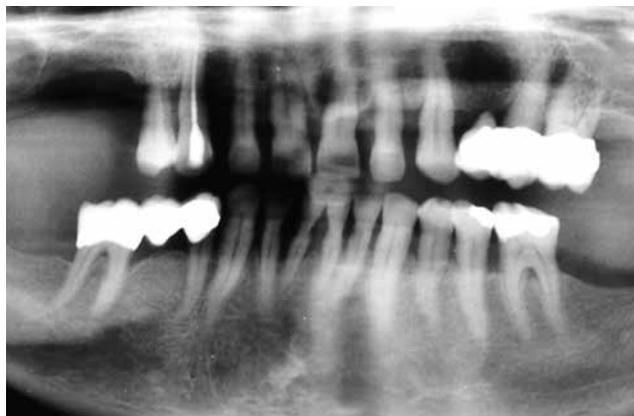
La radiografia panoramica del sito estrattivo mostra una ridotta disponibilità ossea verticale
